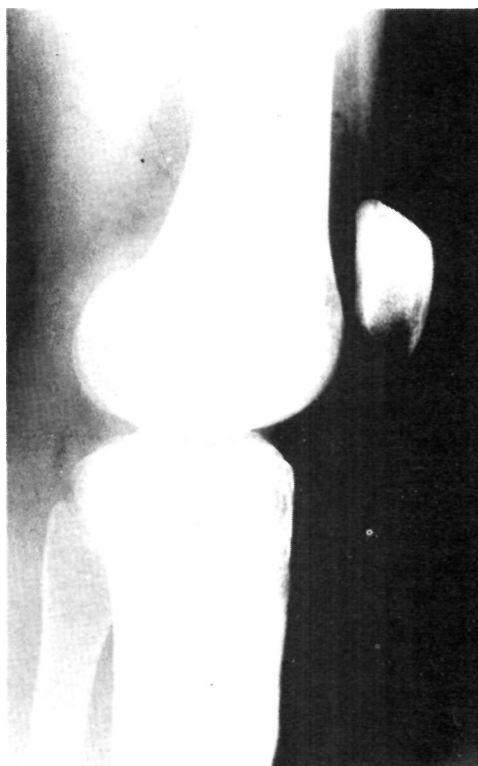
Radiografía lateral en extensión, donde se observa la situación de alta de la rótula.
